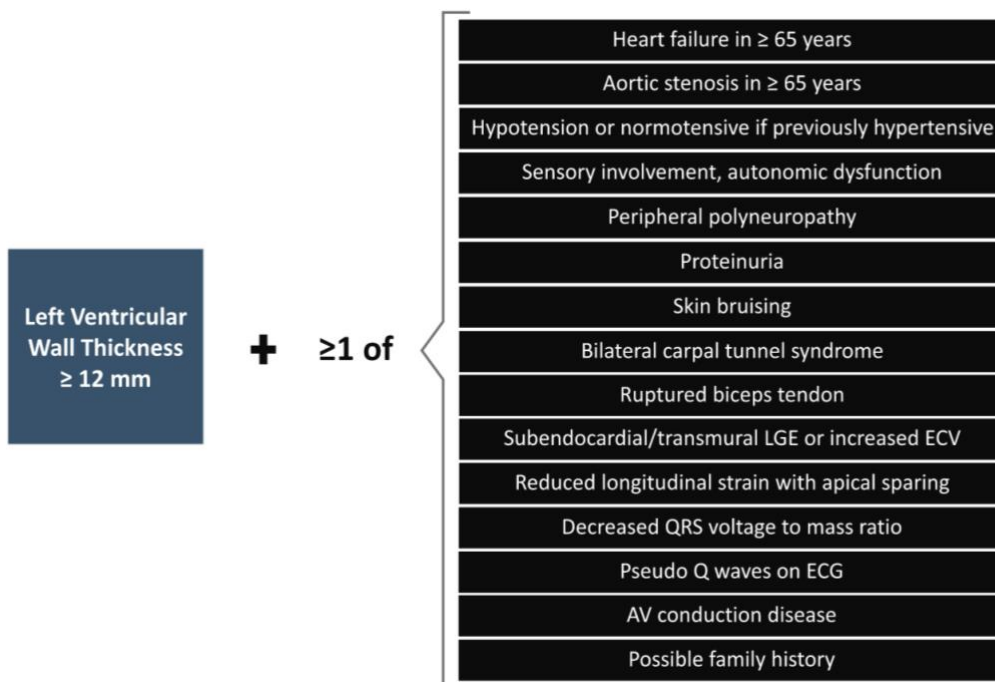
indicazioni di screening per CA in associazione di quadro ecocardiografico compatibile ad almeno un segno o sintomo di sospetto (94).
